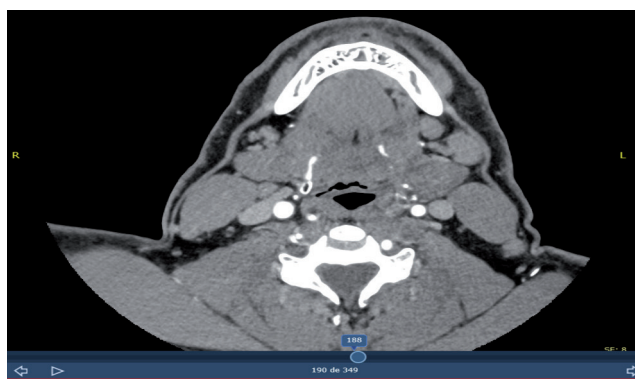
Corte axial en TC cervicofacial donde se aprecian adenopatías patológicas submandibulares izquierdas.
